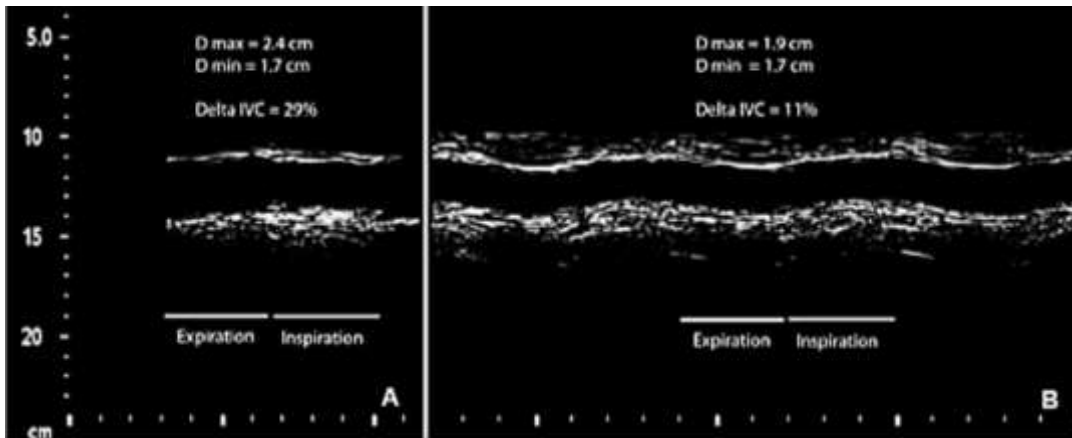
Tomado de: Boyd JH, Sirounis D, Maizel J, Slama M. Echocardiography as a guide for fluid management. Diámetros de la VCI en Modo M. A: Bajo ventilación mecánica. B: Bajo ventilación espontánea
